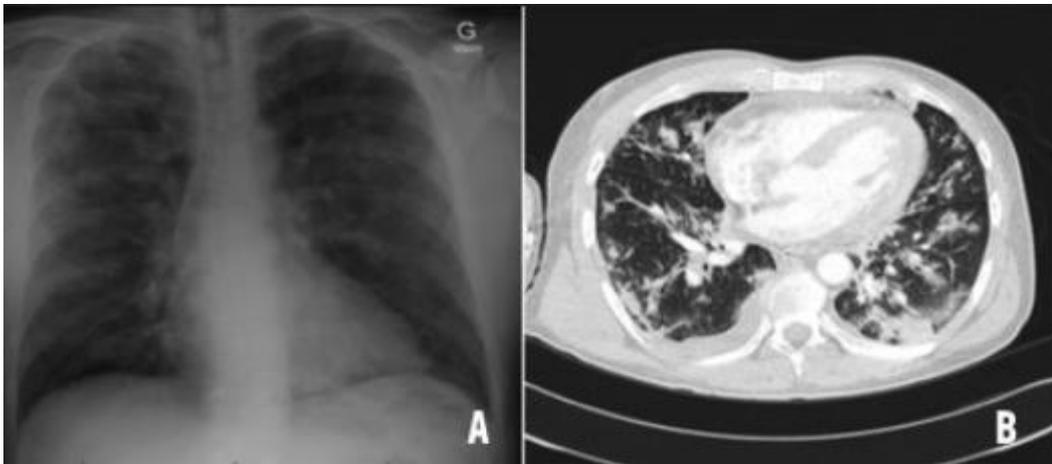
Radiographie de thorax (A) et CT-scan (Computed Tomography) (B) d'un patient atteint de granulomatose éosinophilique avec polyangéite Rev Med Suisse 2016; volume 12. 1958-1965
